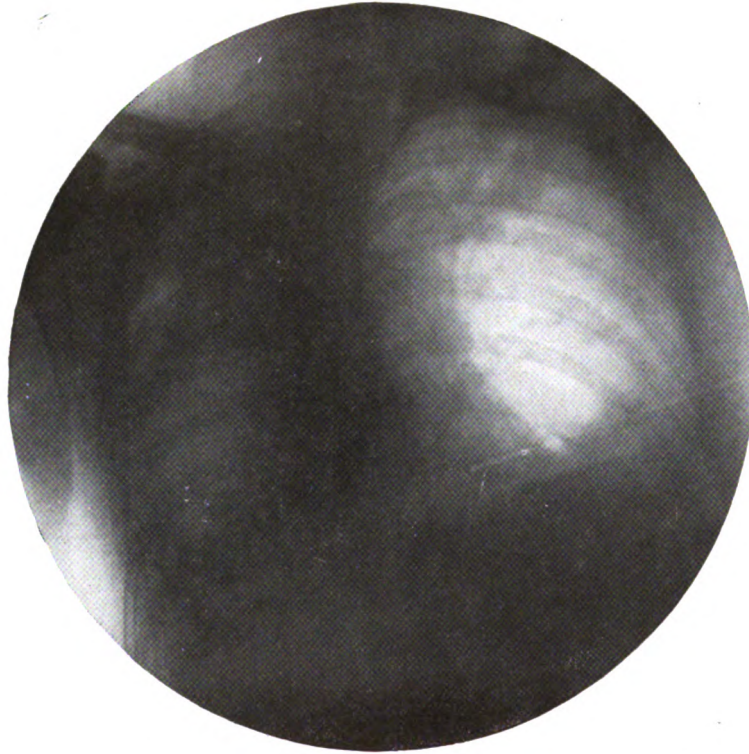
Cancer du poumon. (Observation II.) Radiographie du thorax le 16 juin 1914.
